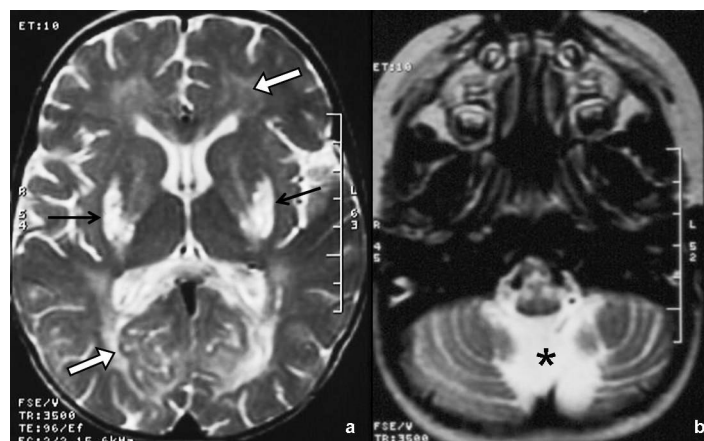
Imagens de RMN numa criança de dois anos com síndrome de Leigh.
